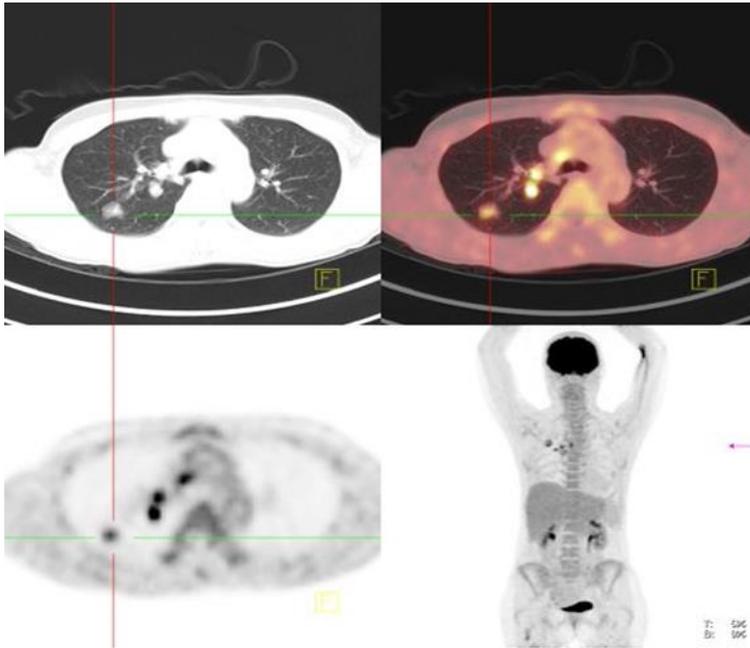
Nachweis einer N2- Metastasierung bei einem T1- Tumor im PET/CT
